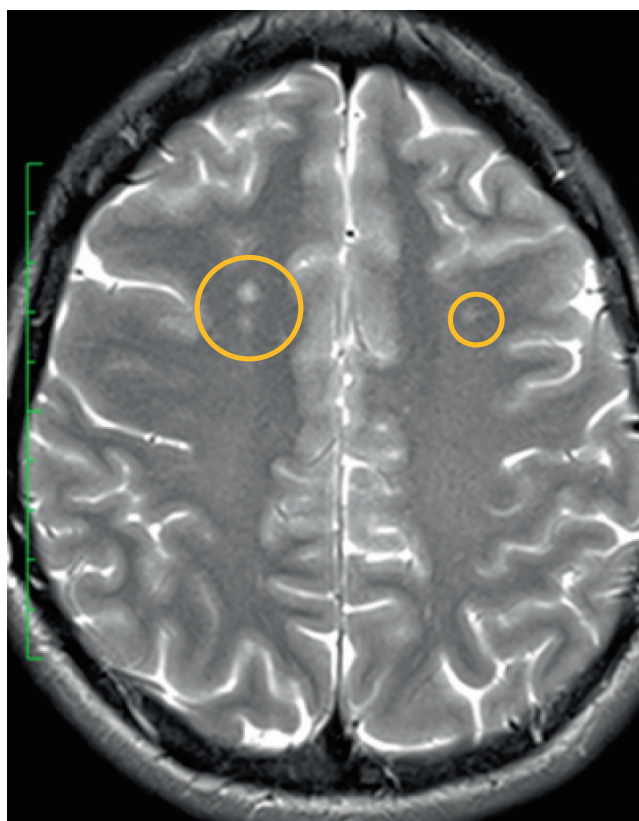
МРТ головного мозга в первые часы после получения травмы. На аксиальном T2-ВИ головного мозга определяются гиперинтенсивные субкортикальные очаги в лобных долях
